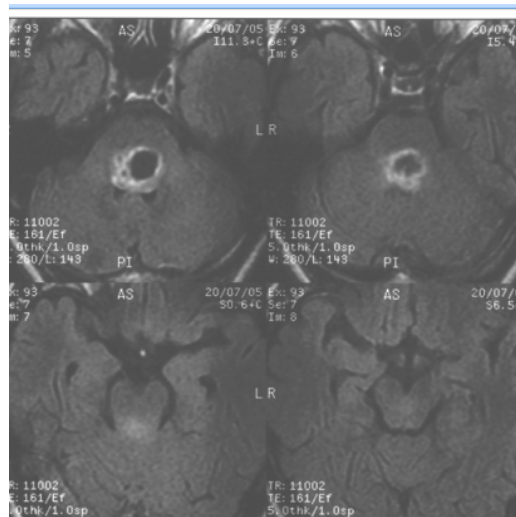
МРТ T1 с к/у. Некроз центральных отделов опухоли, расширение зоны накопления к/в
